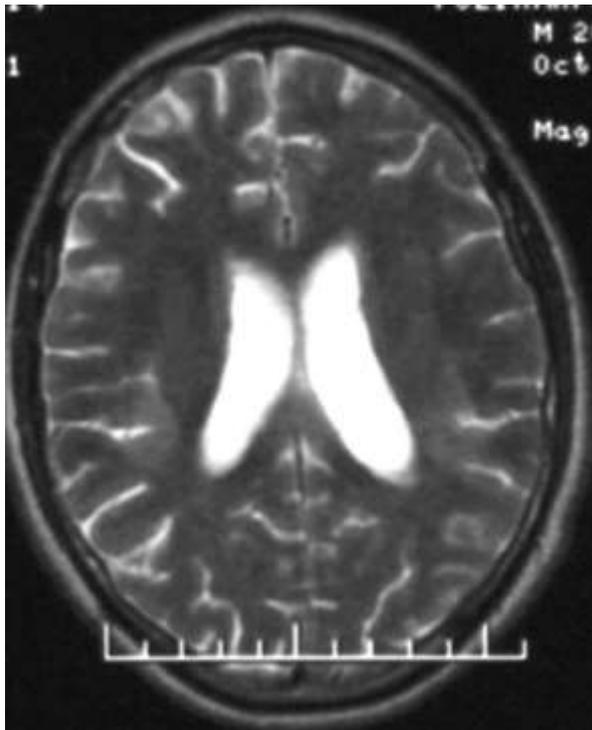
МРТ больного Б., 24 года. Диагноз: Сахарный диабет I типа, тяжелое течение, субкомпенсация. Синдром Самоджи. Диабетическая метаболическая энцефалопатия. На снимке определяется умеренно выраженный атрофический процесс в виде незначительного расширения субарахноидальных щелей и вентрикуломегалии
